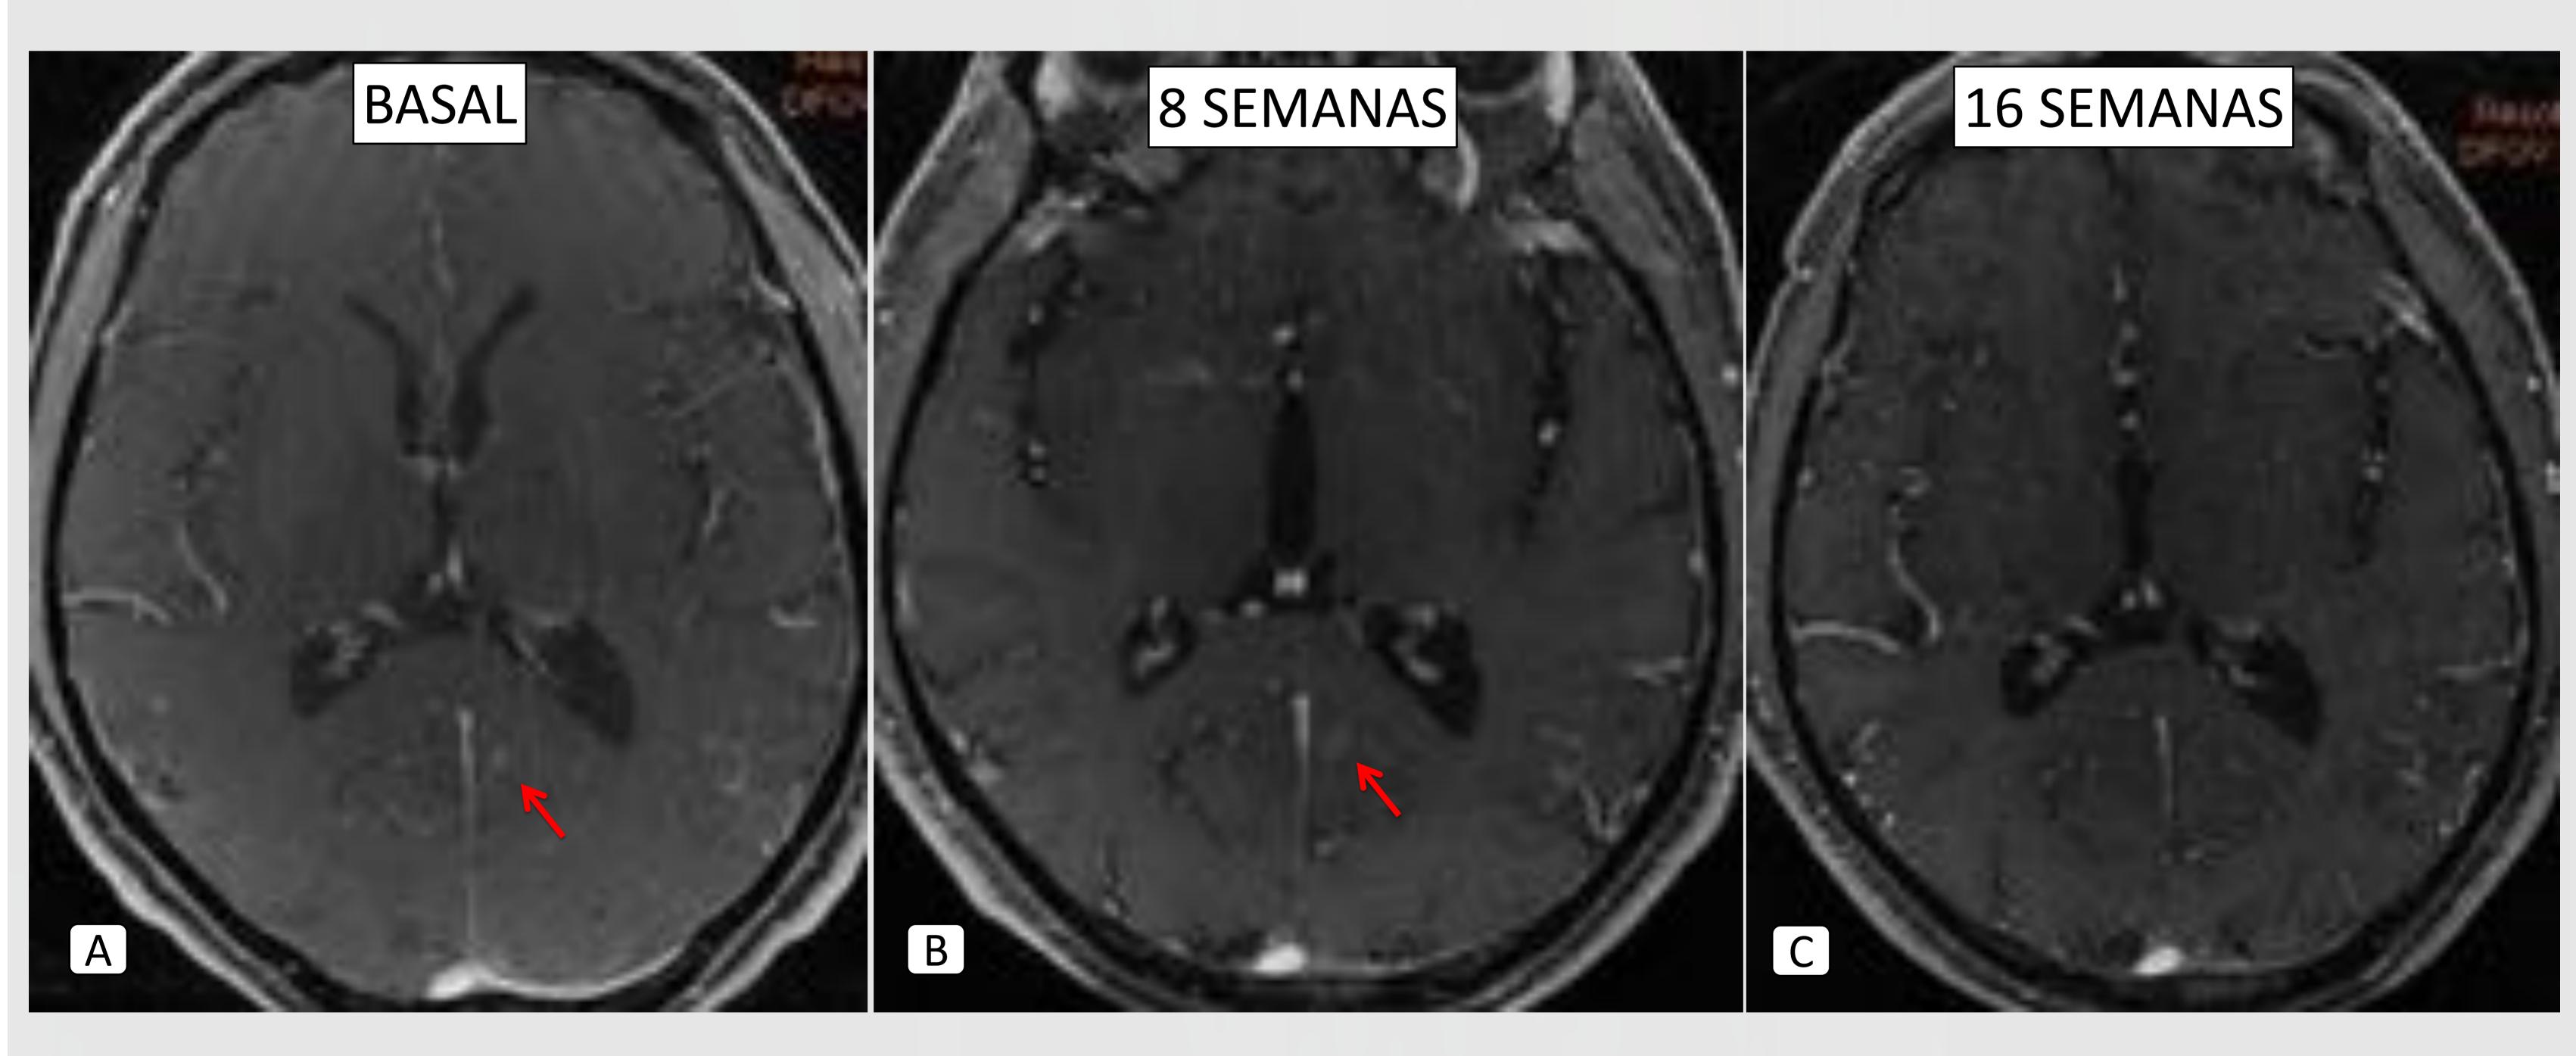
<u>Pseudoprogresión</u>. Paciente con adenocarcinoma pulmonar en progresión cerebral. Imágenes de RM cerebral tras contraste. En el estudio basal (A) se objetiva unas de las múltiples metástastasis cerebrales, localizada en lóbulo occipital izquierdo (flecha roja) con realce sólido. En el control tras 8 semanas con NIVOLUMAB, se aprecia aumento de tamaño de la metástasis con realce en anillo. El paciente presenta buena respuesta a nivel local, por lo que se mantiene tratamiento, evidenciándose en el siguiente control (C), ausencia de visualización de la lesión occipital, con marcada reducción de tamaño del resto de lesiones cerebrales.
